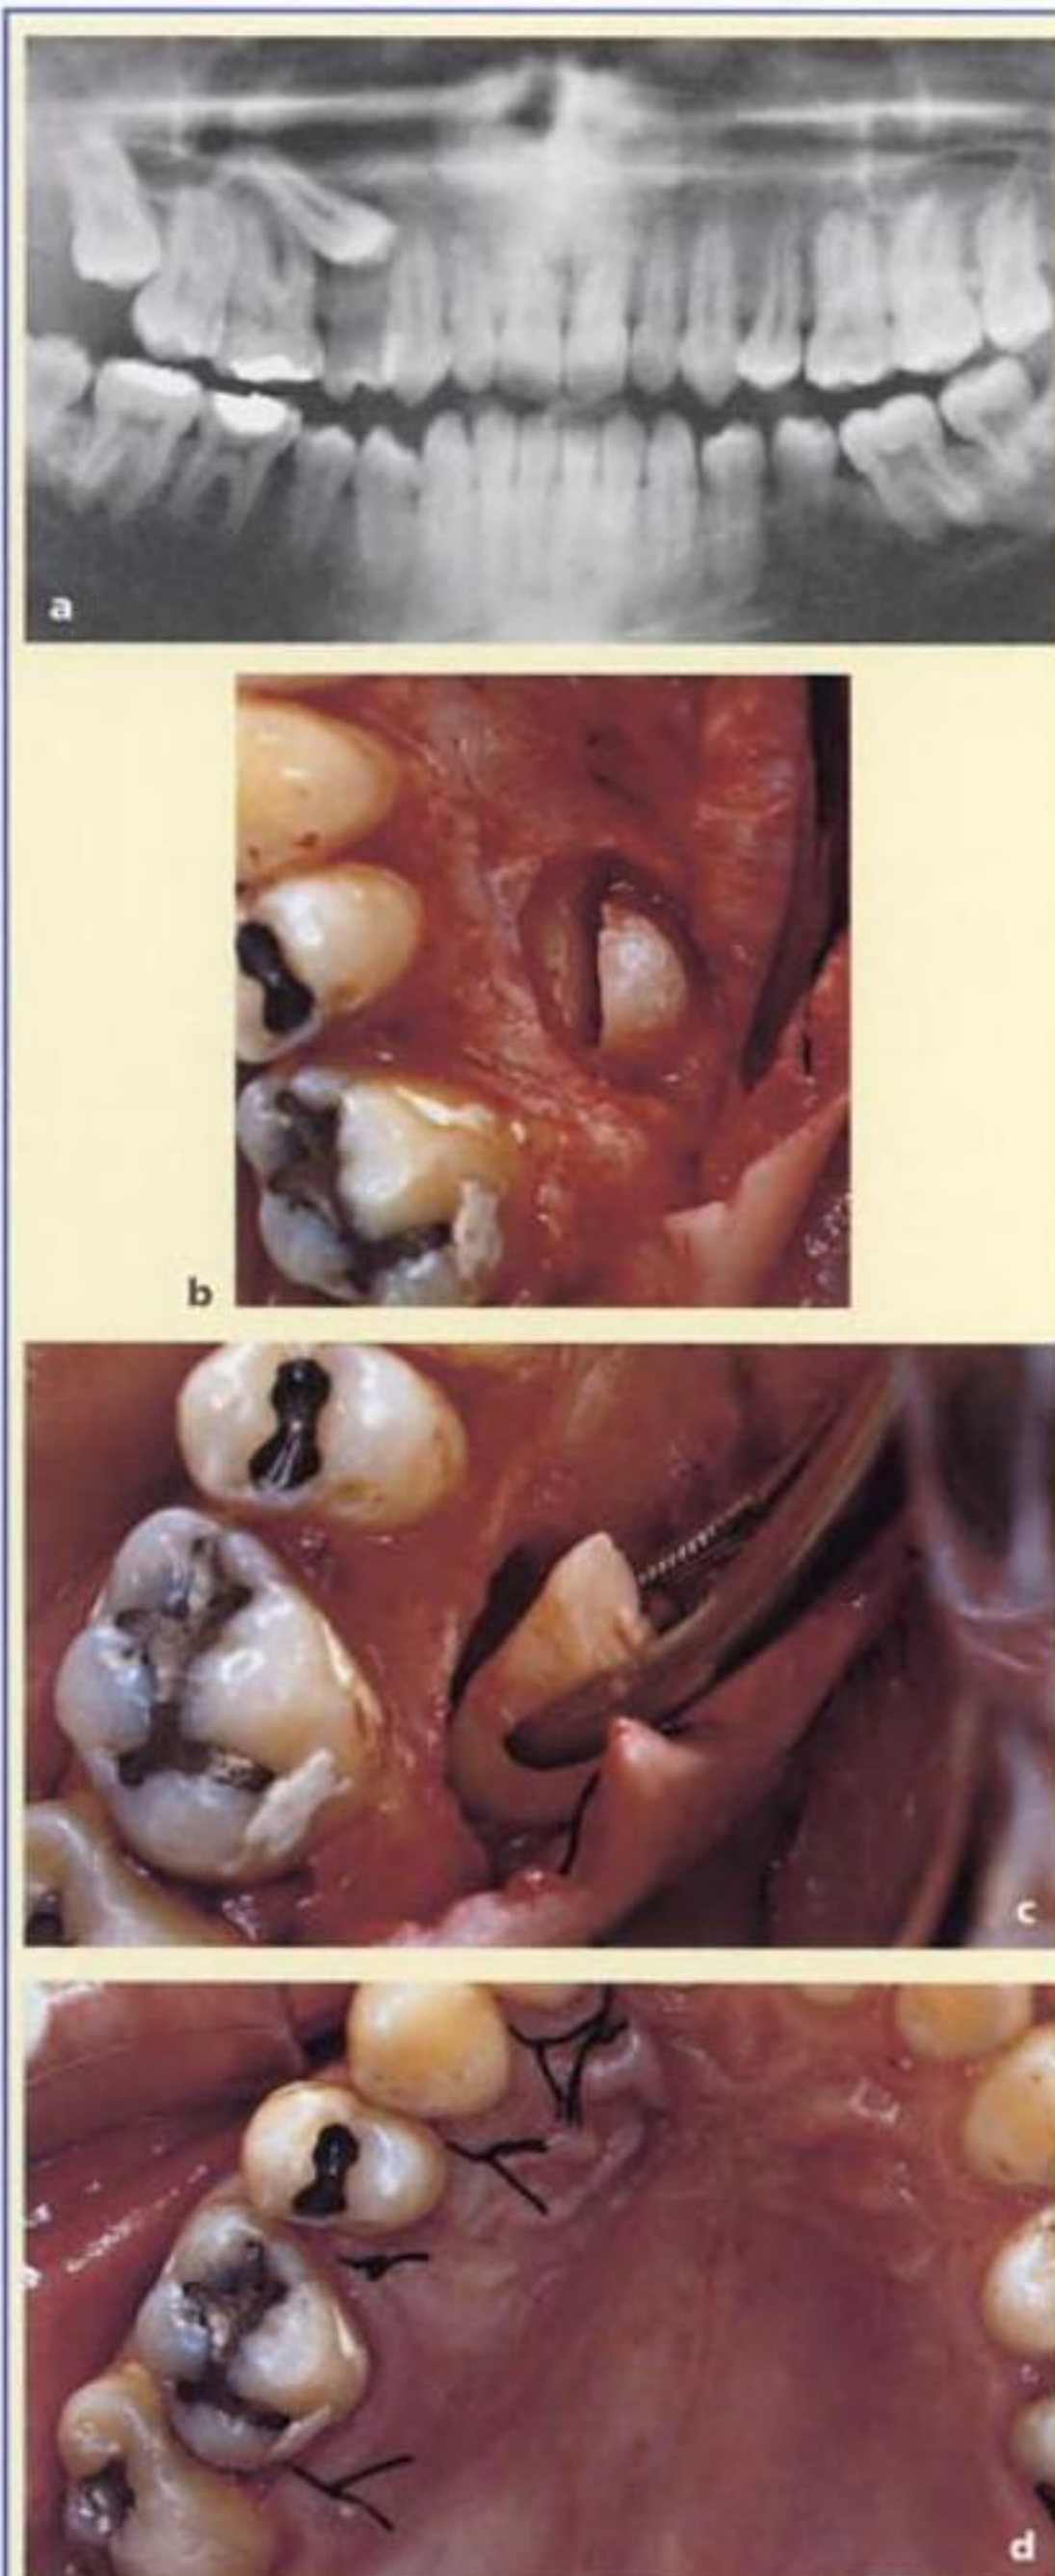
Avulsión del 15 incluido palatino: a) ortopantomografía que evidencia el 15 incluido horizontal; b) tras el despegamiento de un colgajo palatino marginal de la totalidad del espesor para respetar la integridad de la arteria palatina, se realiza una osteotomía con el fin de exponer la corona, que es separada del conjunto radicular; c) avulsión de la raíz después de la corona; d) sutura.
